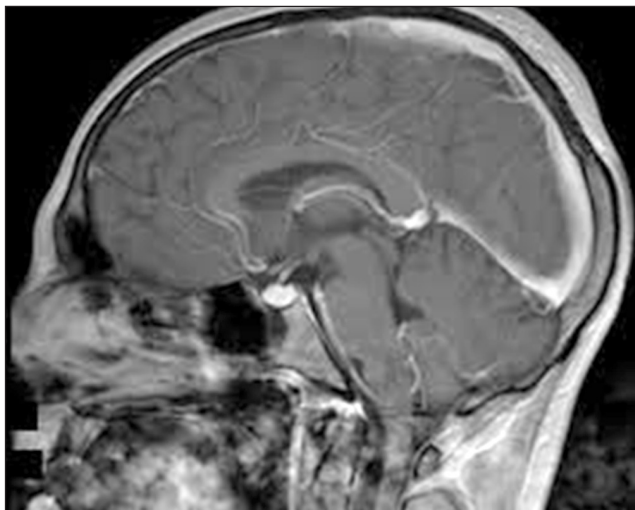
Пацієнтка К., 25 р. з діагностованим МС. МРТ-ознаки мікроаденоми гіпофізу
